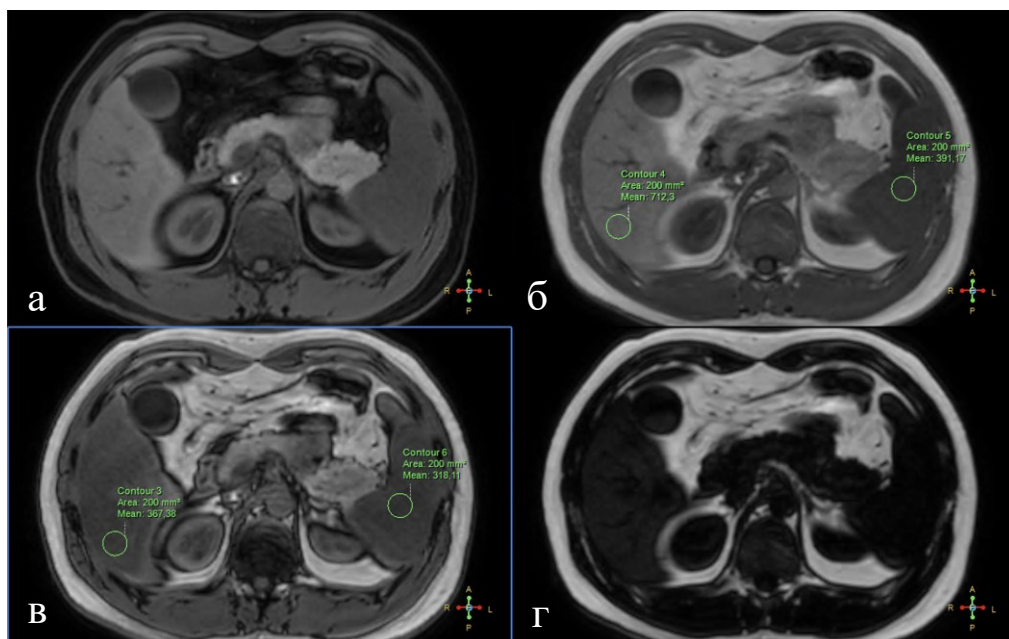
МРТ органів черевної порожнини за методом mDIXON_all з демонстрацією ефекту хімічного зсуву: а — зображення у фазі, б — зображення у протифазі зі зниженням інтенсивності МР-сигналу печінки; в — зображення з виділенням жирового компоненту; г — зображення з виділенням водного компоненту. Кругами позначено області інтересу площею 2 см² у печінці та селезінці.
